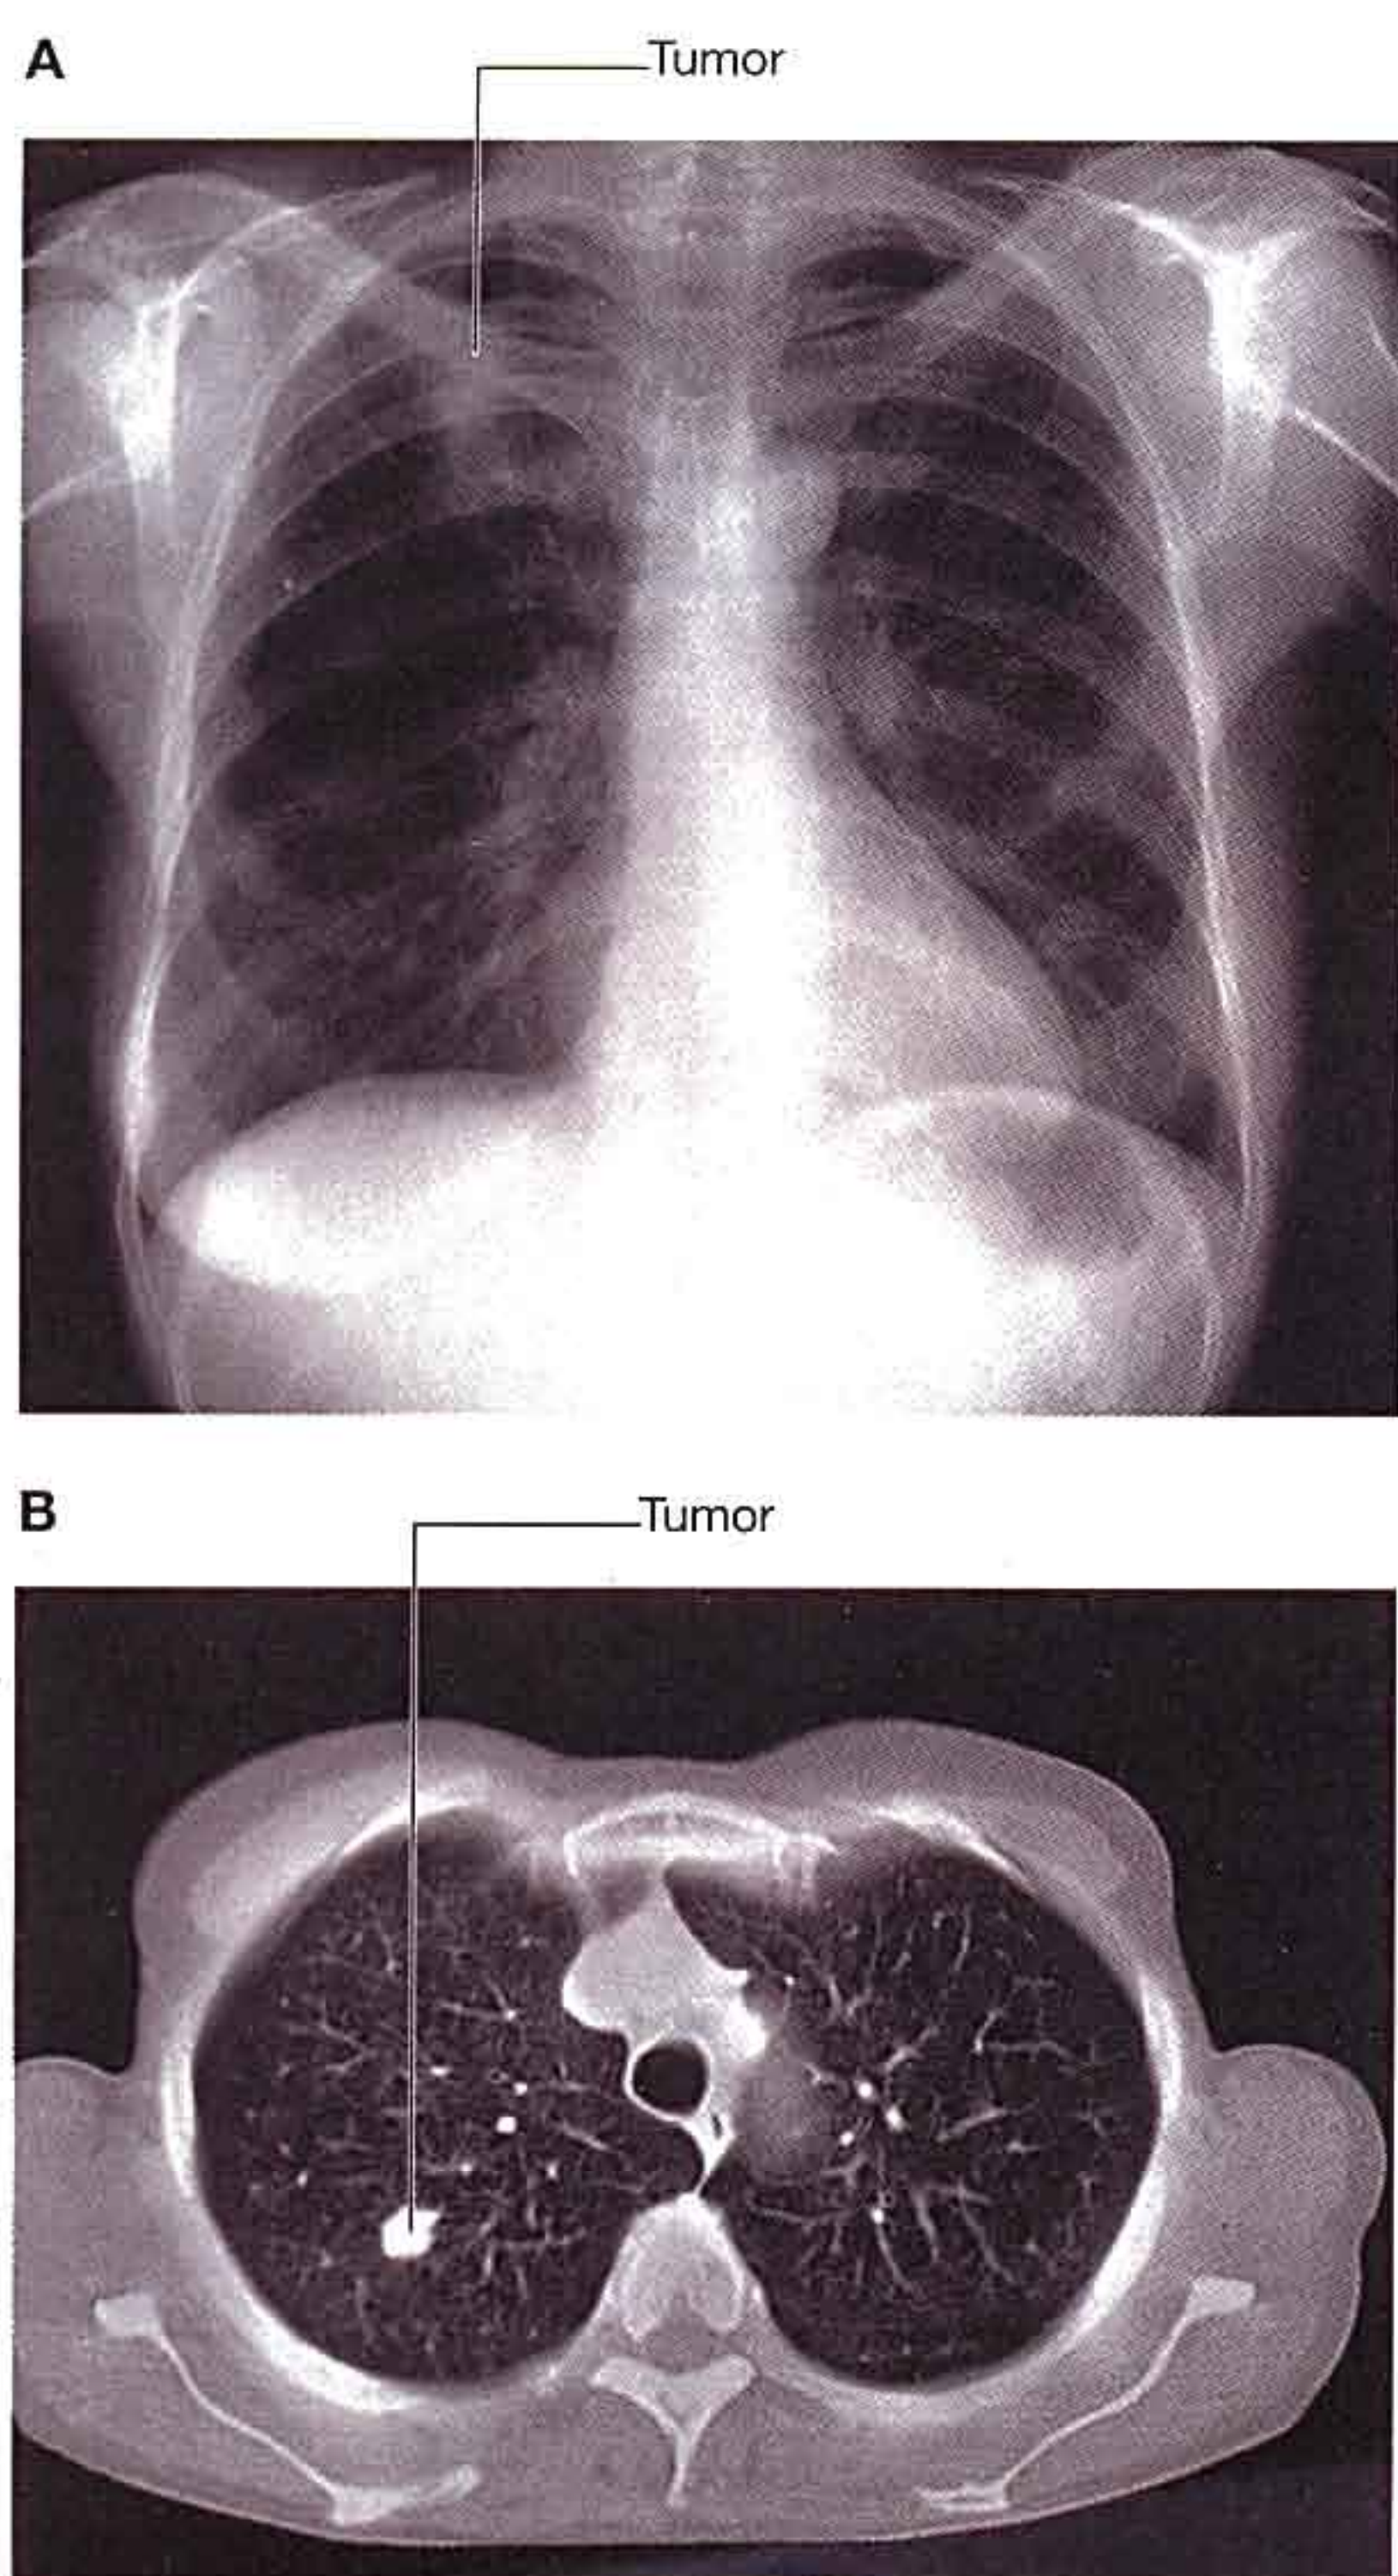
Estudio por imagen de los pulmones. A. Proyección anteroposterior estándar del tórax que muestra un tumor en la parte superior del pulmón derecho. B. TC de los pulmones que muestra el tumor en el pulmón derecho. C. Gammagrafía usando FDG PET que muestra un tumor en el pulmón derecho.
